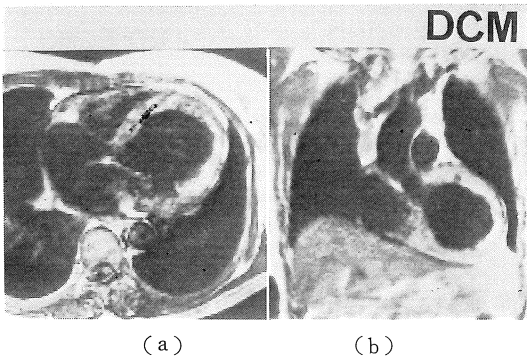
Representative case (No.9) of dilated cardiomyopathy by MRI. (a) transverse section, (b) coronal section. The left ventricular dilatation was clearly observed.
